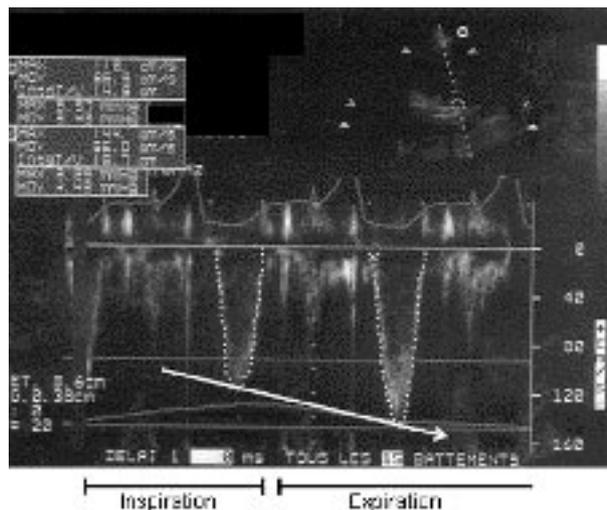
Doppler pulsé du flux de la chambre de chasse du ventricule gauche, témoignant de la diminution inspiratoire et de l'augmentation expiratoire (flèche) du volume d'éjection ventriculaire gauche.
